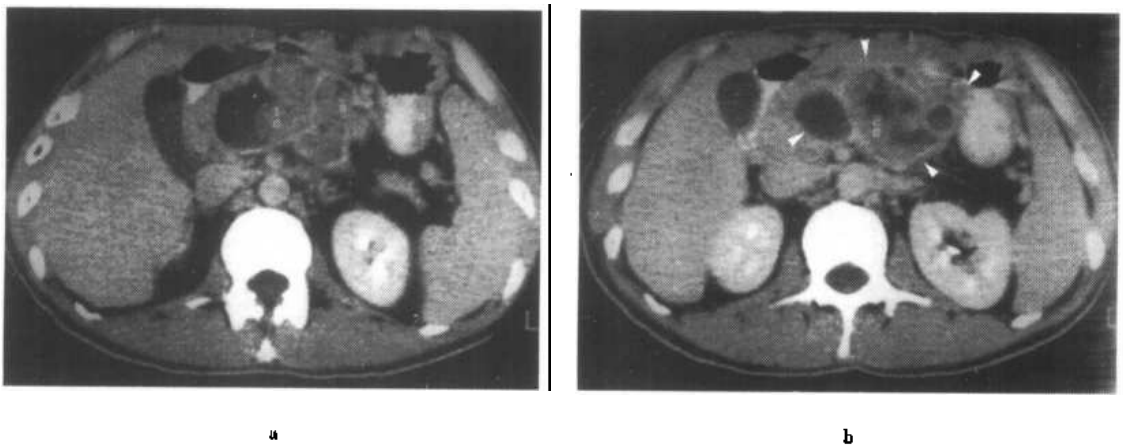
b 粘液性囊腺癌。常规 CT 增强扫描
